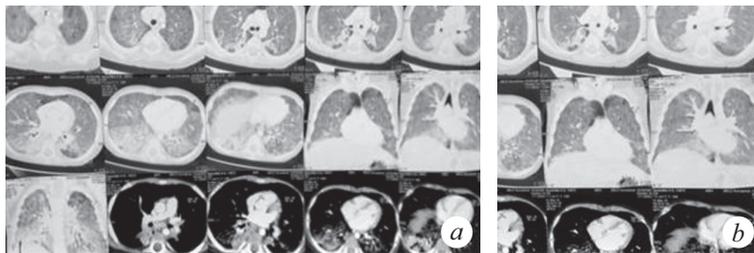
Компьютерная томография органов грудной клетки (через 4 мес. от дебюта заболевания) (а). КТ-признаки диффузного субтотального поражения легочной ткани с зонами консолидации в базальных отделах S2, S6, S10 справа и S6 слева, вероятно воспалительного характера (b)
